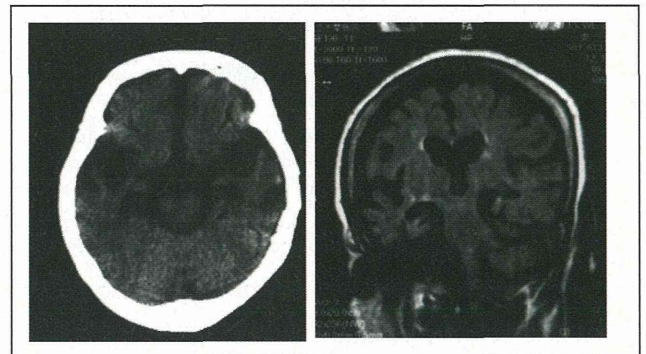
CT and MRI of a female with PDC-ALS (No 14), examined 6 years after onset. Both shows marked atrophy of the temporal lobe and hippocampus.
